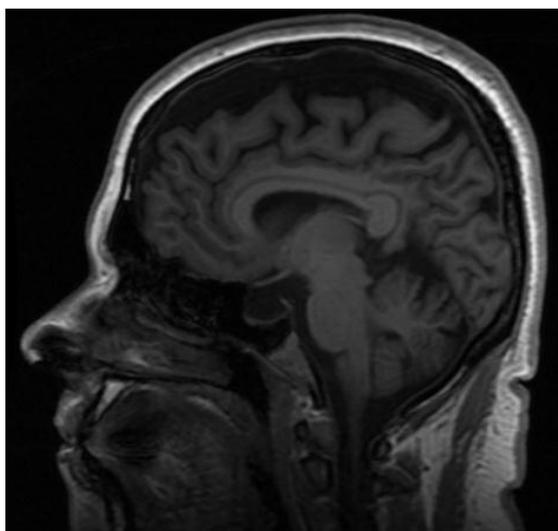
IRM de una paciente de 28 años de edad con diagnóstico de HICI.
